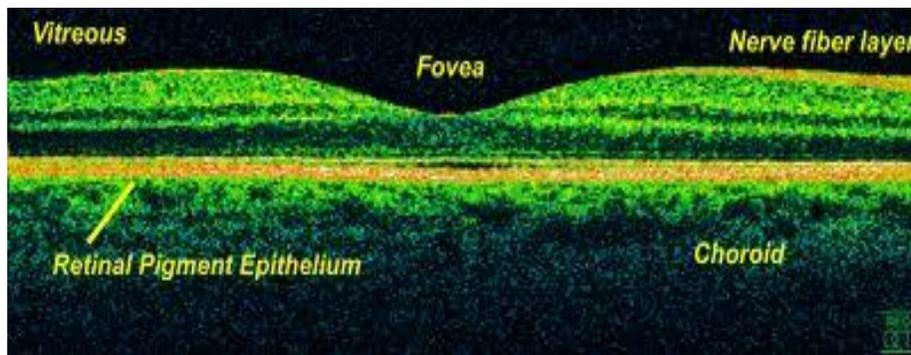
Fotografía macular normal por tomografía de coherencia óptica.
